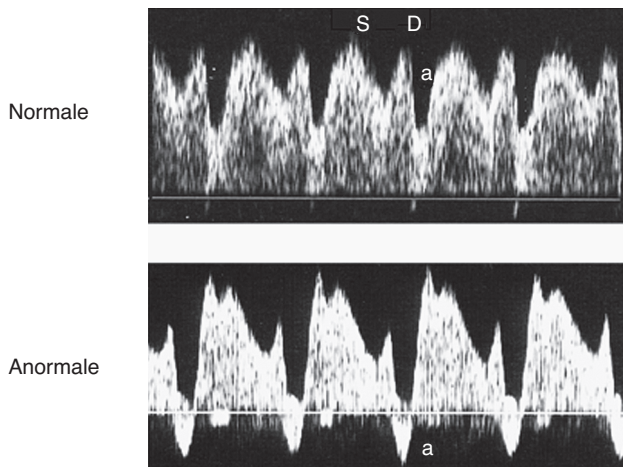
Una forma d'onda del dotto venoso tipica e una anormale. Il sistema venoso centrale presenta forme d'onda caratteristiche che riflettono la pressione venosa centrale. Queste forme d'onda consistono di 3 fasi correlate all'attività cardiaca (vedi il testo). Si noti l'onda a invertita nella forma d'onda anormale. S, sistolica; D, diastolica; a, "kick" atriale. (Da Hecher K, Campbell S: Characteristics of fetal venous blood flow under normal circumstances and during fetal demise. *Ultrasound Obstet Gynecol* 7:68, 1996.)
